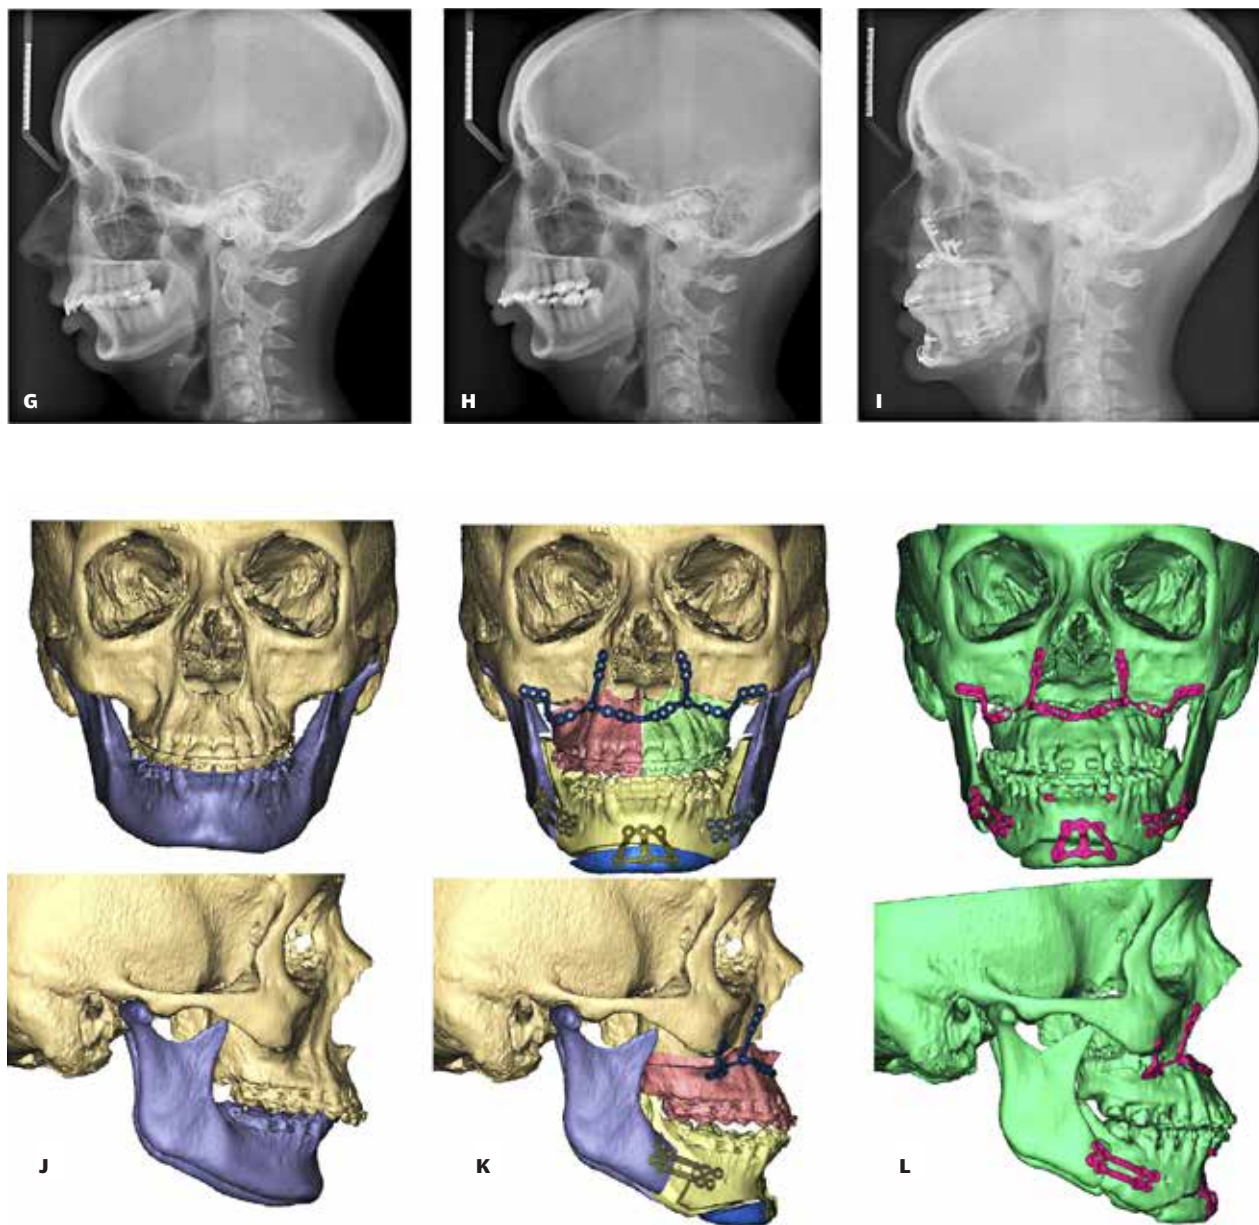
A. Patient med vertikal og sagittal basal afvigelse, ekstraoralt før opstart af den ortodontiske forbehandling. B. Patienten ekstraoralt efter den ortodontiske forbehandling og før det kirurgiske indgreb. C. Patienten ekstraoralt efter seponering af det faste apparatur. D. Patienten intraoralt før opstart af den ortodontiske forbehandling. E. Patienten intraoralt efter den ortodontiske forbehandling og før det kirurgiske indgreb. Det dybe bid er bevaret i den ortodontiske forbehandling. F. Patienten efter seponering af det faste apparatur. G. Profilrøntgen før opstart af den ortodontiske forbehandling. H. Profilrøntgen efter den ortodontiske forbehandling og før det kirurgiske indgreb. I. Profilrøntgen efter seponering af det faste apparatur. J. Segmenteret CBCT af ansigtskraniet før behandlingsopstart. K. Segmenteret CBCT med simulering af de kirurgiske flytninger og planlagte patientspecifikke implantater. L. Segmenteret CBCT af resultat efter kirurgi og ortodonti tre måneder postoperativt.
